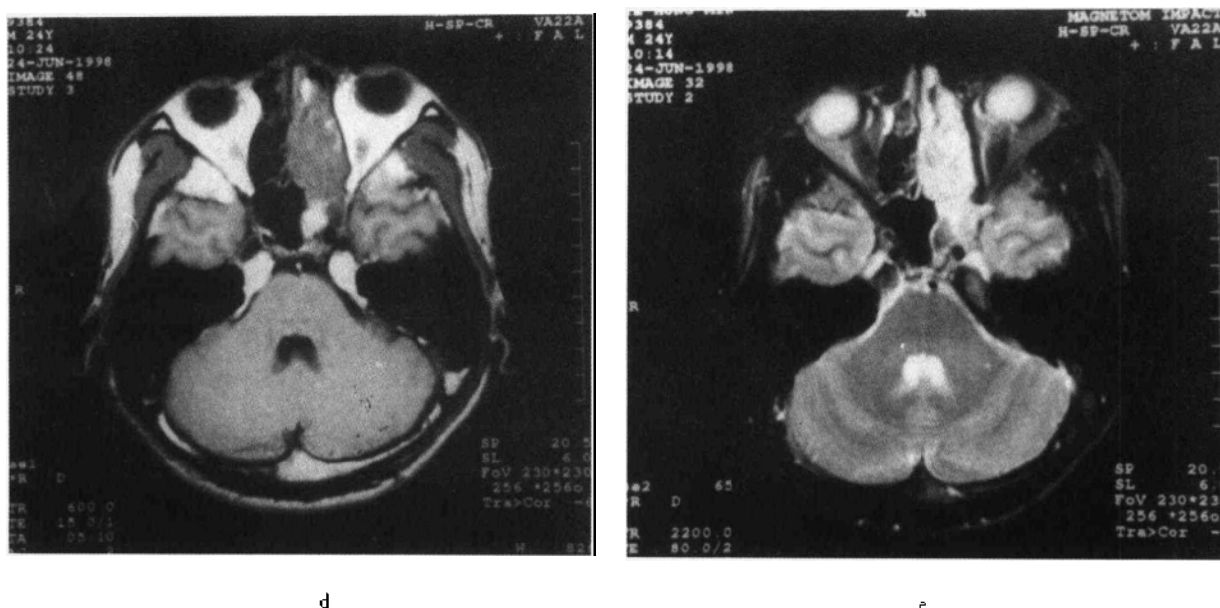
d~e 筛窦恶性肿瘤的 MRI 表现
